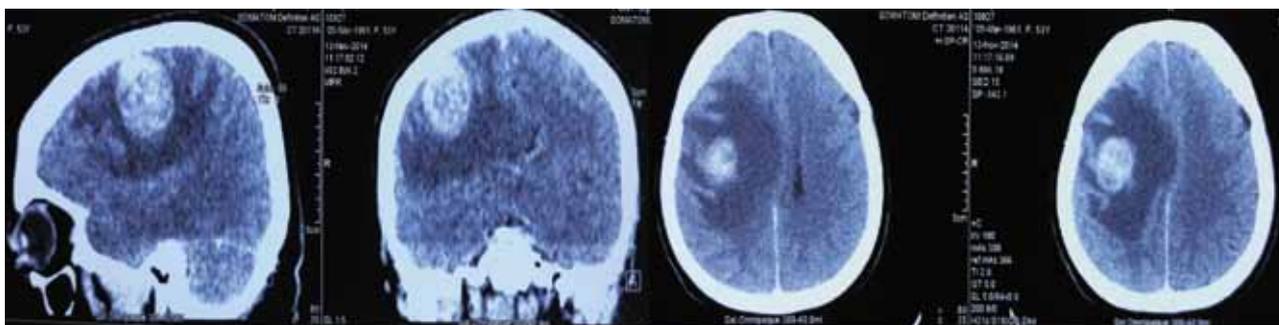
СКТ — головного мозга до операции
